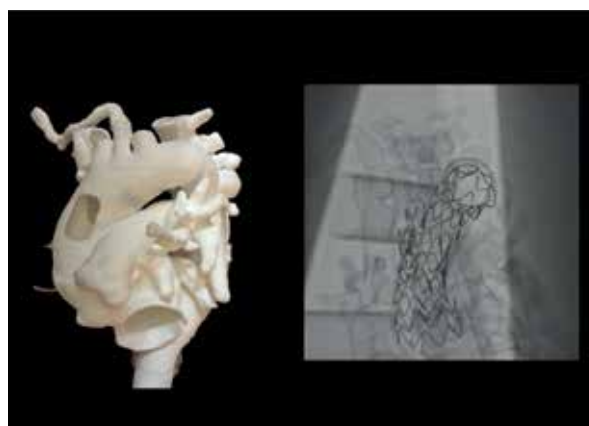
Molde pré-operatório 3D feito a partir de tomografia, permitindo a feitura de próteses customizadas.
